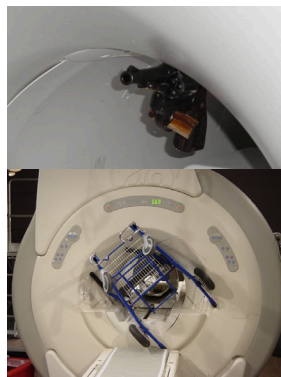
Acidentes relacionados com o efeito míssil (atração) em RM.
